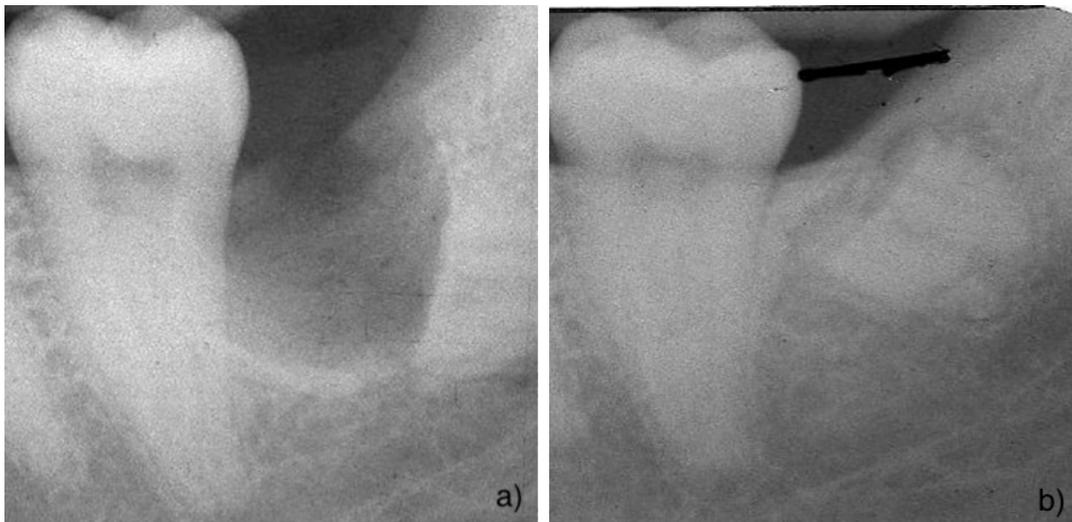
Radiographie post-opératoire (a) et 9 mois après la coronectomie d'une MM3 (b) [78]
